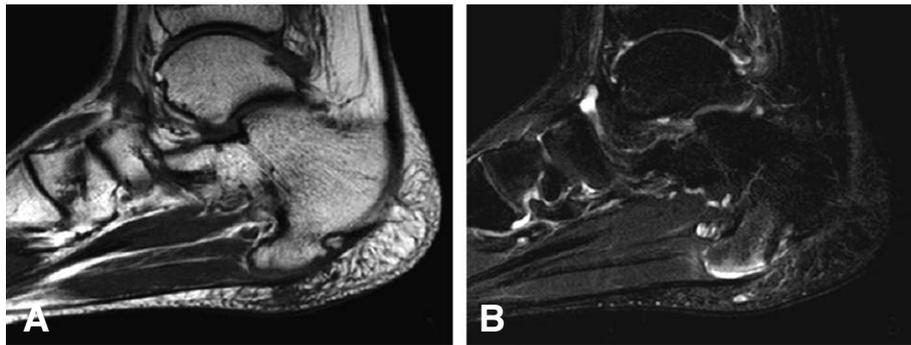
Preoperative MR images of the right foot. (A) T1-weighted sagittal plane image shows that the mass displaces plantar musculature and plantar fascia. There are some subcutaneous fibrosis and edema. (B) Fat suppression T2-weighted image shows a finding with high signal intensity of the cartilage cap of the mass.
